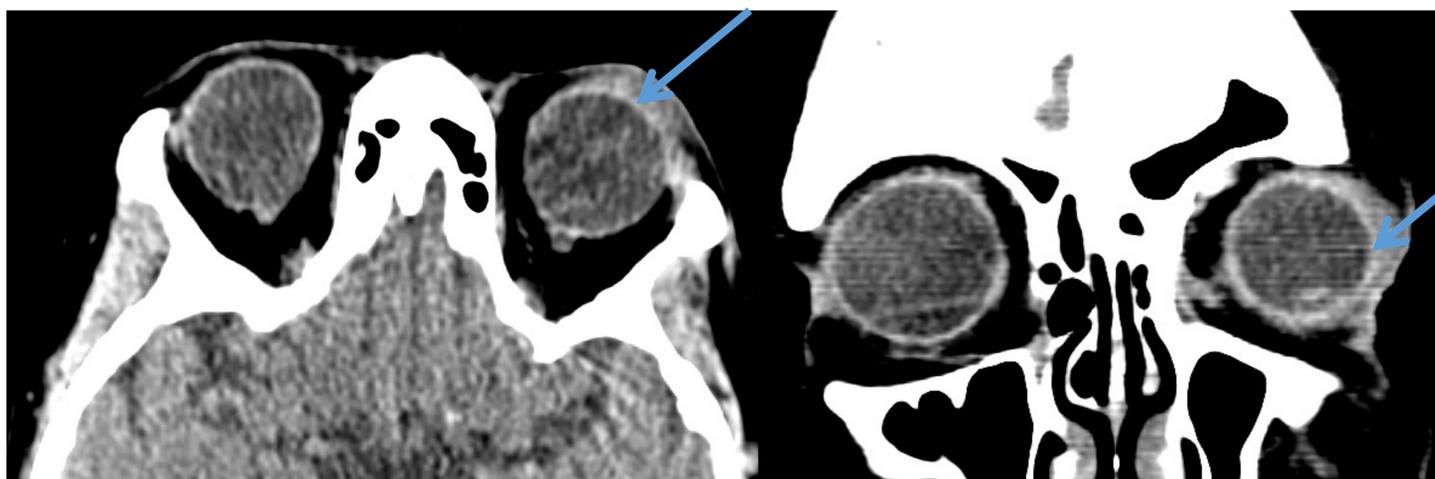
Celulitis preseptal. Paciente que acude a urgencias por ojo rojo e incapacidad para la movilización de globo ocular izquierdo. En el TC Se observa un aumento de partes blandas en el compartimento preseptal (→) del ojo izquierdo sin afectación del compartimento intraorbitario.
